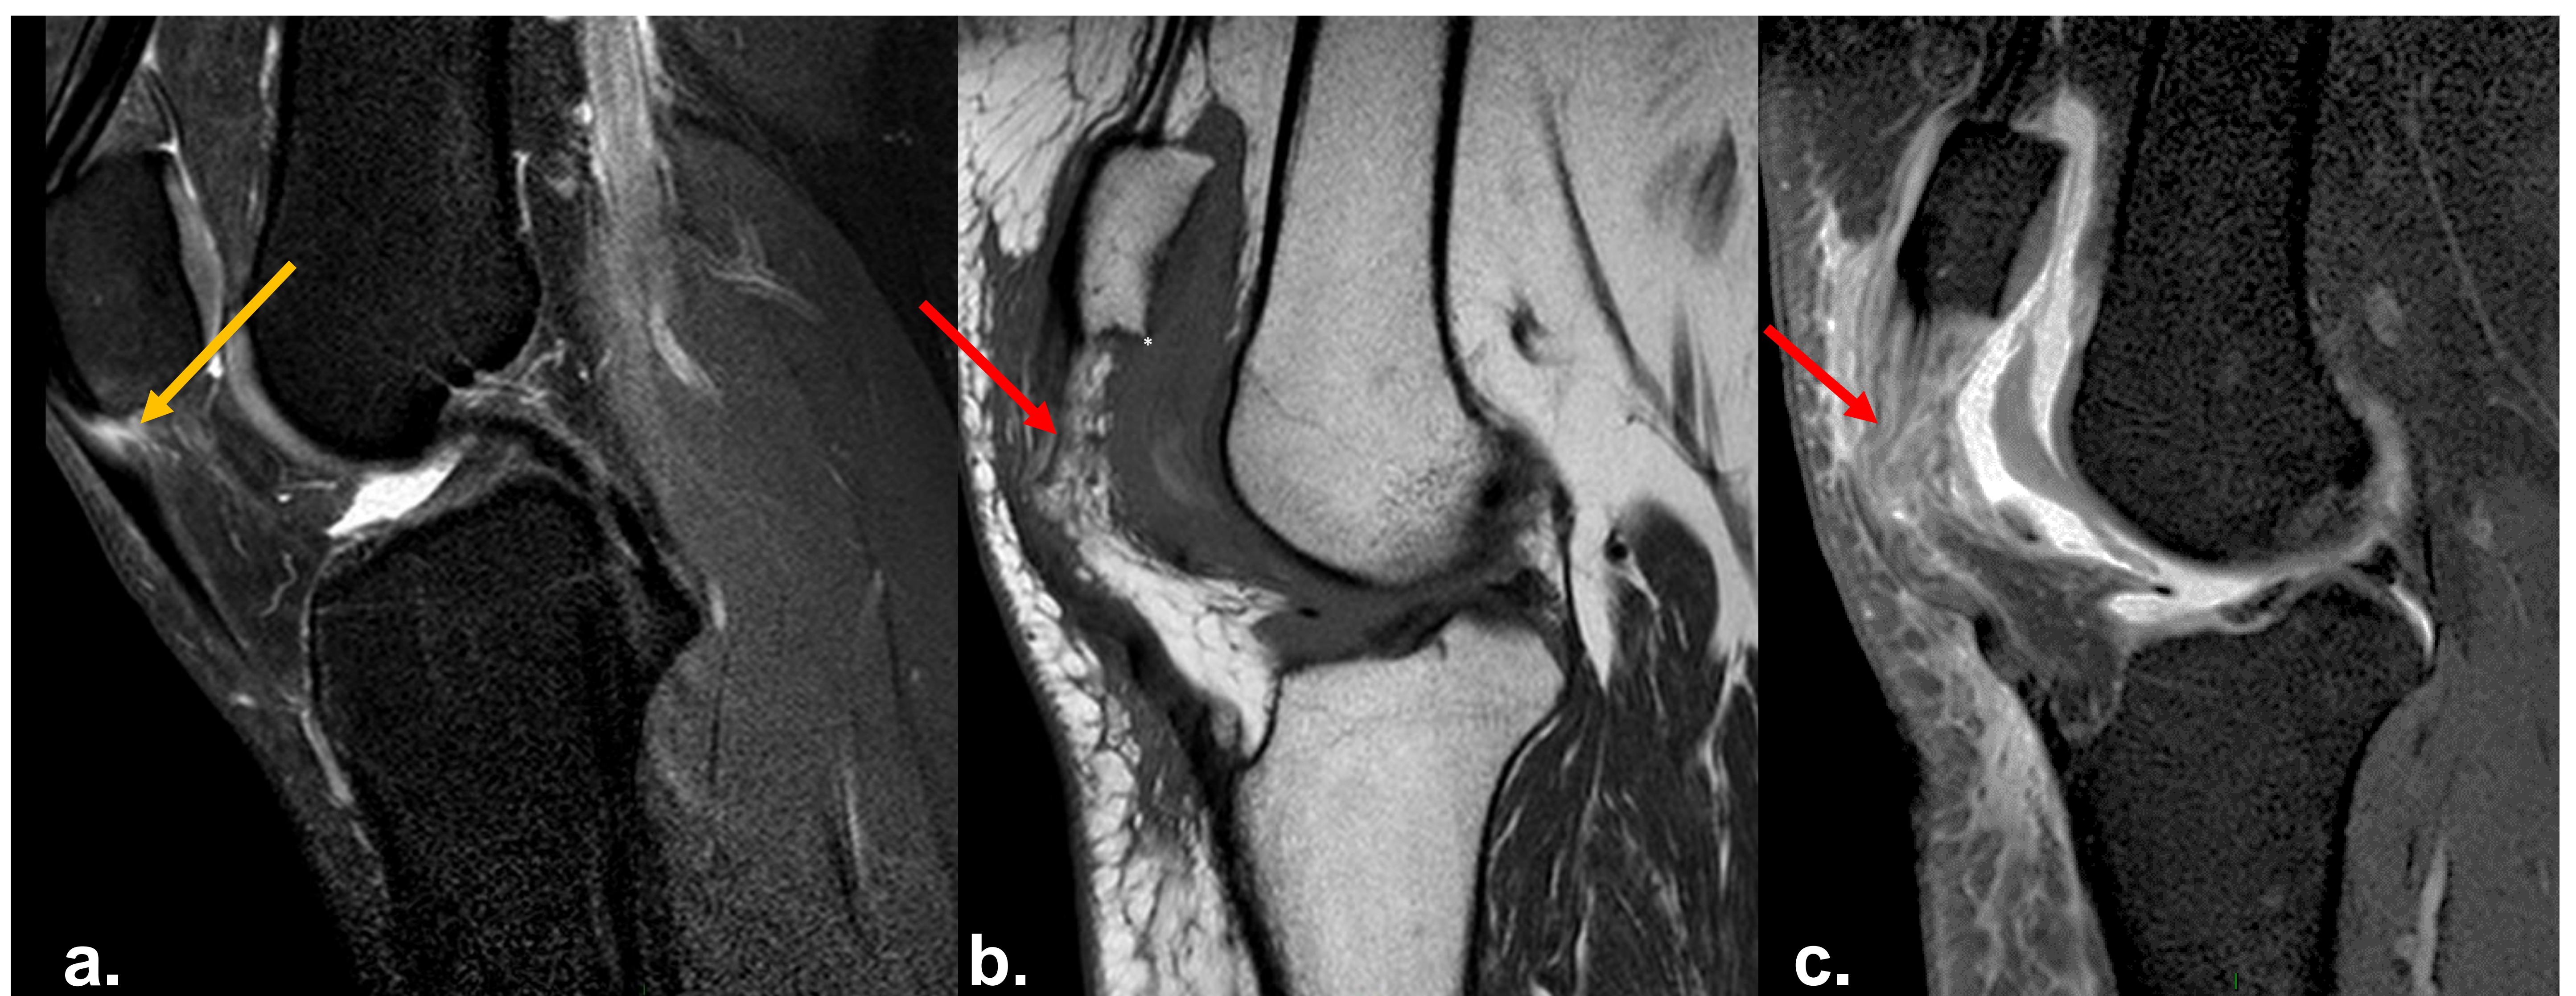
RM rodilla. Densidad protónica con supresión grasa a. Sagital mostrando una rotura focal de espesor casi completo de la inserción proximal del tendón rotuliano. Secuencias potenciadas en T1 (b) y densidad protónica con supresión grasa (c) sagitales, que muestran una rotura aguda de espesor total de la inserción proximal del tendón rotuliano (flechas rojas) con hemartros asociada (asterisco blanco).
